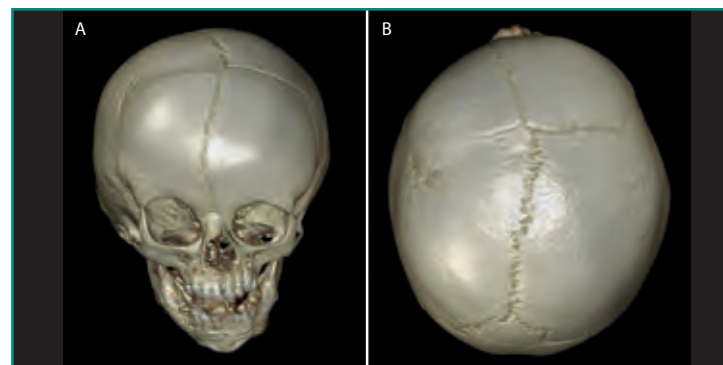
Craneosinostosis. Niña de dos años de edad. Reconstrucción 3D de TC craneal, con orientación coronal (A) y axial (B). Se identifica fusión parcial, prematura y asimétrica de la sutura coronal derecha. Esto provoca una deformidad en plagiocefalia de la calota y apariencia en "ojo de arlequín" de la órbita derecha.
